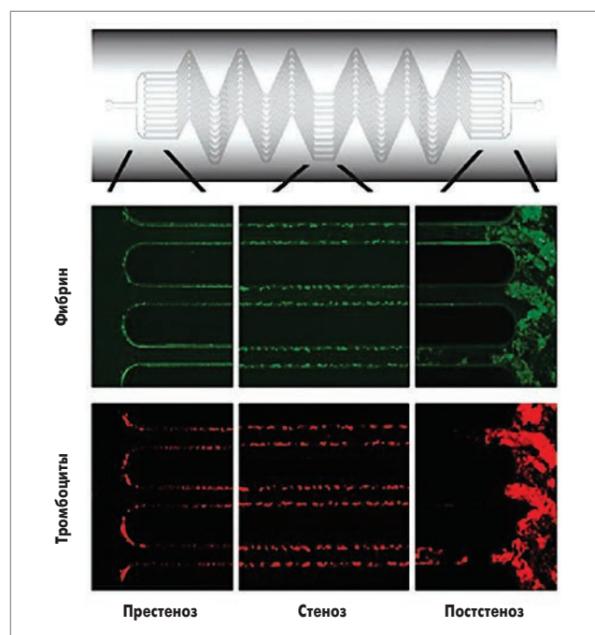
Флуоресцентная микрофотография престеноза, стеноза и постстеноза одного и того же микрофлюидного устройства с коллагеновым покрытием (градиент сдвига $4375 \text{ c}^{-1} \text{ мм}^{-1}$). Показаны фибрин (зеленый цвет) и агрегированные тромбоциты (красный цвет) после воздействия окклюзии при перфузии рекальцифицированной цитратной крови в течение 20 мин
